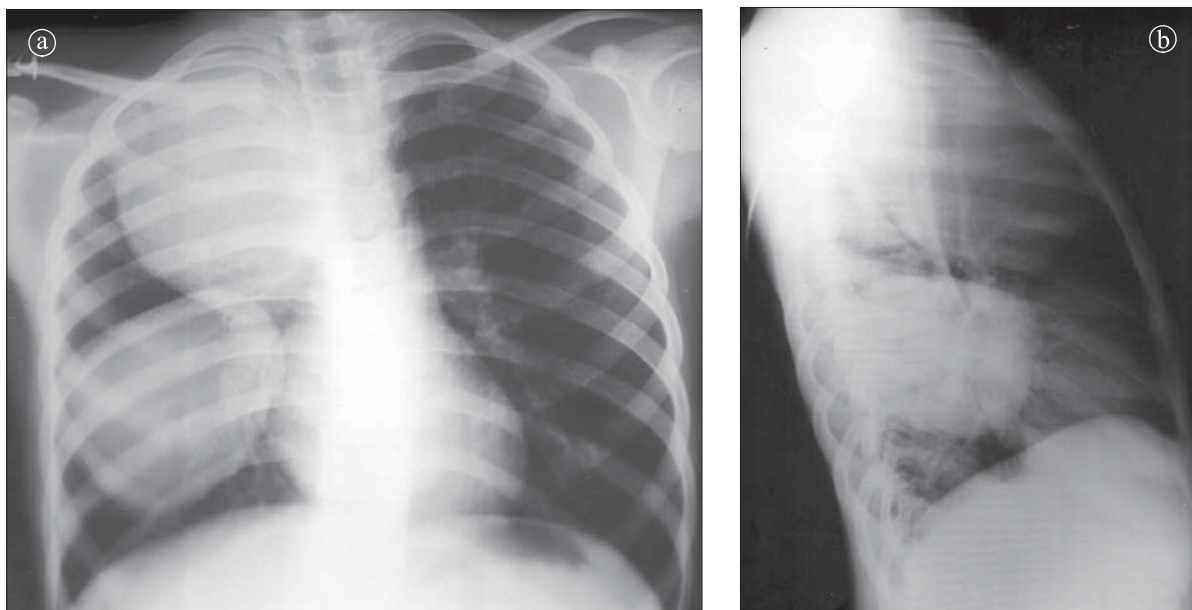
Chiste hidatice pulmonare. Radiografie toracică PA și LL drept. În hemitoracele drept se constată două opacități macronodulare, rotunde, bine delimitate, cu structură omogenă, la nivelul lobului superior și inferior drept.
